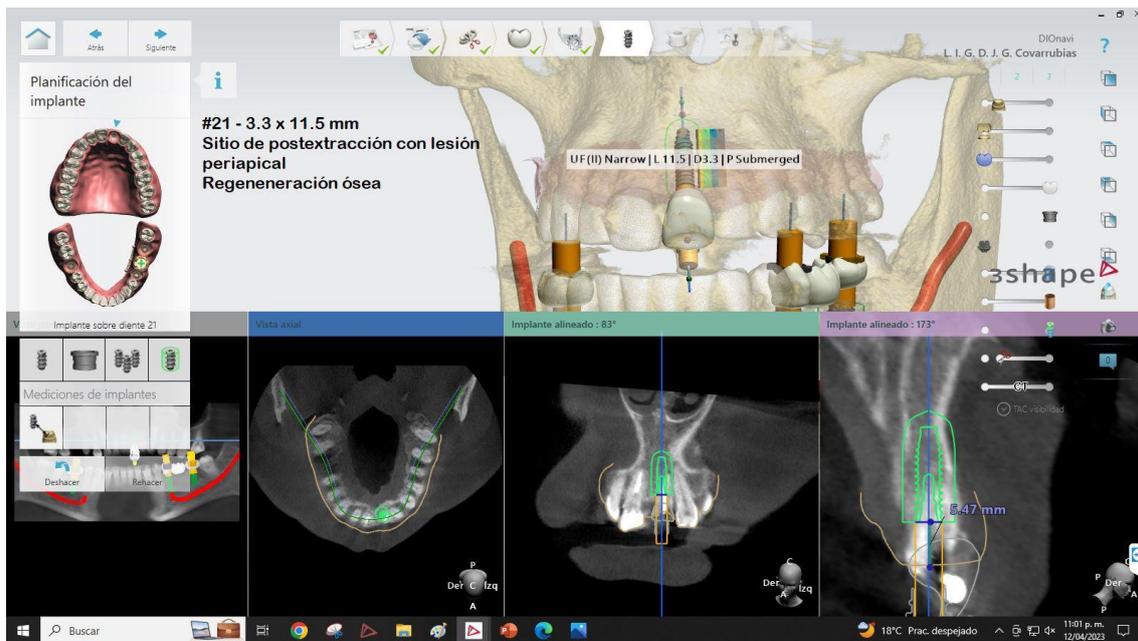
Tomografía axial computarizada con planeación de la colocación de implante dental en OD. 21
